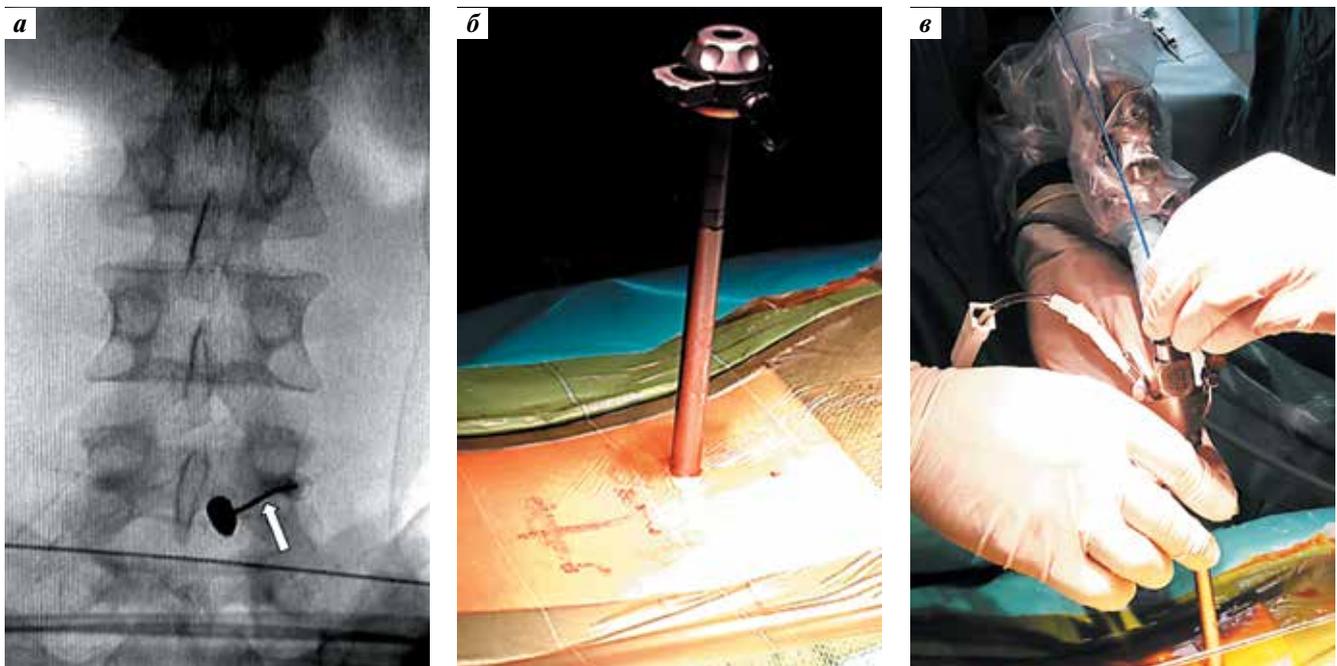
Начальный этап хирургического вмешательства: а — интраоперационная рентгенограмма в прямой проекции (стрелкой указана пункционная игла, подведенная к пуле по кратчайшей траектории); б — вид рабочего порта для эндоскопа, установленного посредством проводников и трубчатых расширителей через разрез длиной 1 см; в — вид эндоскопа, введенного в рабочий порт
